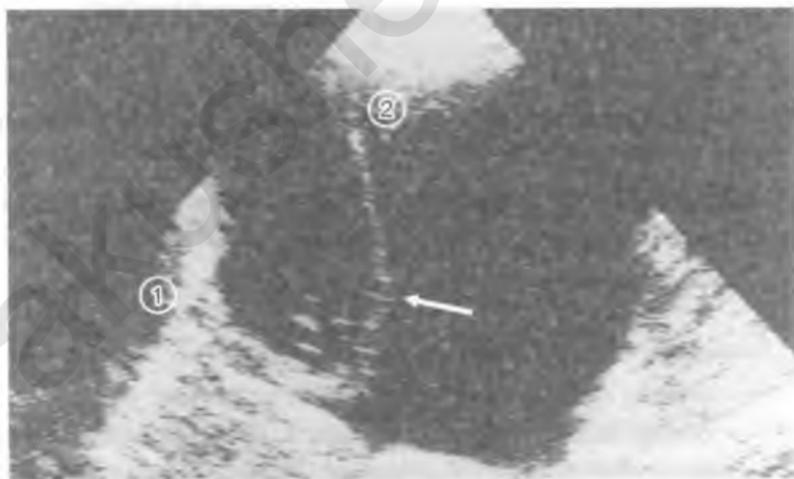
УЗИ плаценты с добавочной долей:
